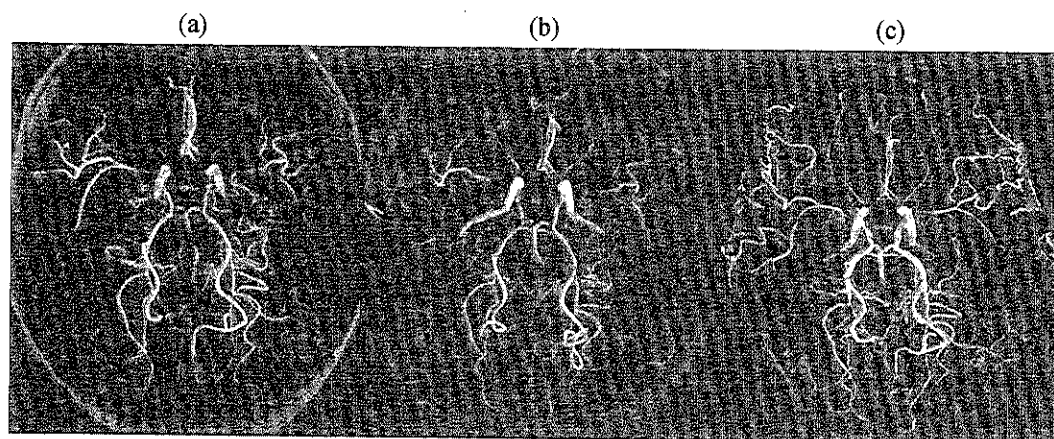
(a): Preoperative magnetic resonance angiography (MRA) of case 1 demonstrating Moyamoya vessels around terminal portions of bilateral internal carotid artery and origins of middle cerebral arteries. (b): MRA taken early after bilateral revascularization surgery that shows vanishing of Moyamoya vessels and faint right superficial temporal artery (STA) which was anastomosed to middle cerebral artery (MCA). (c): MRA, which was taken 1 year after the surgery, demonstrating thickening of bilateral STA and its good supply to MCA branches. Also the appearance of fine vascular network around anastomosis points can be seen.
